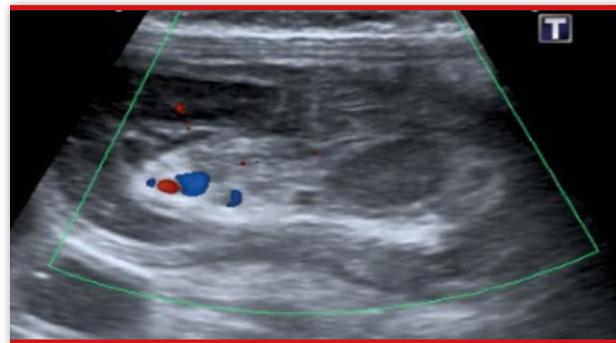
Ecografía Doppler abdominal. Se detecta flujo arterial y venoso en el interior de la estructura descrita previamente.
